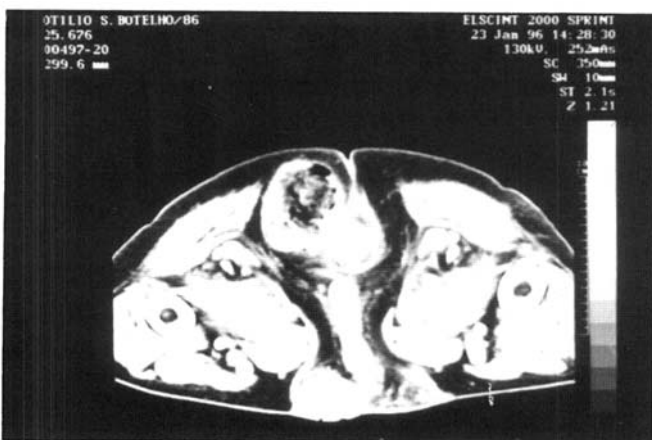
Tomografia computadorizada. Tumoração peri-retal com fecaloma.
